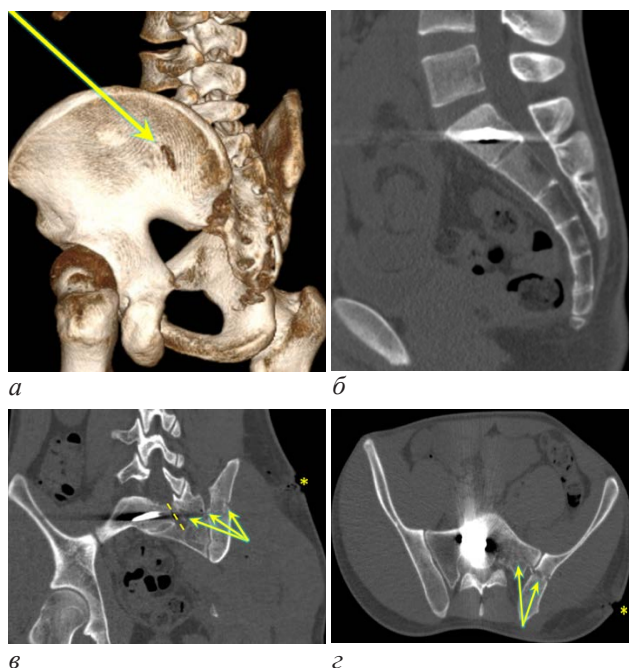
КТ таза раненого № 1: а – дырчатый перелом левой подвздошной кости (стрелка); б – инородное тело металлической плотности в S1 позвонке; в, г – мультипланарные КТ-реконструкции раневого канала (* – входное отверстие, стрелки – костная часть раневого канала, пунктир – левое межпозвонковое отверстие S1–S2)
